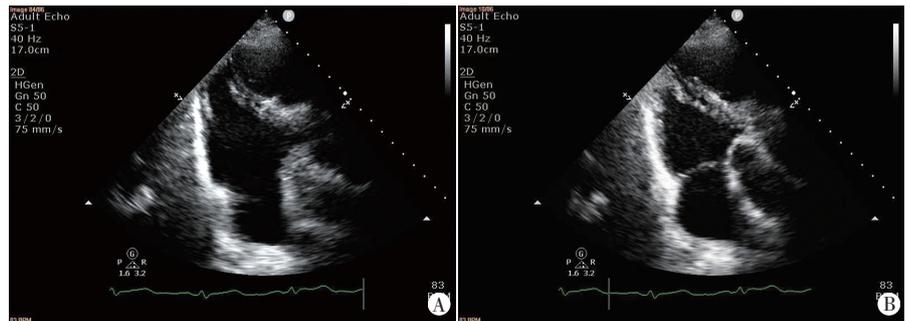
术前经胸超声心动图(非标准心尖三腔心切面观) A:室间隔心尖段回声中断;B:收缩期室间隔夹层回声
